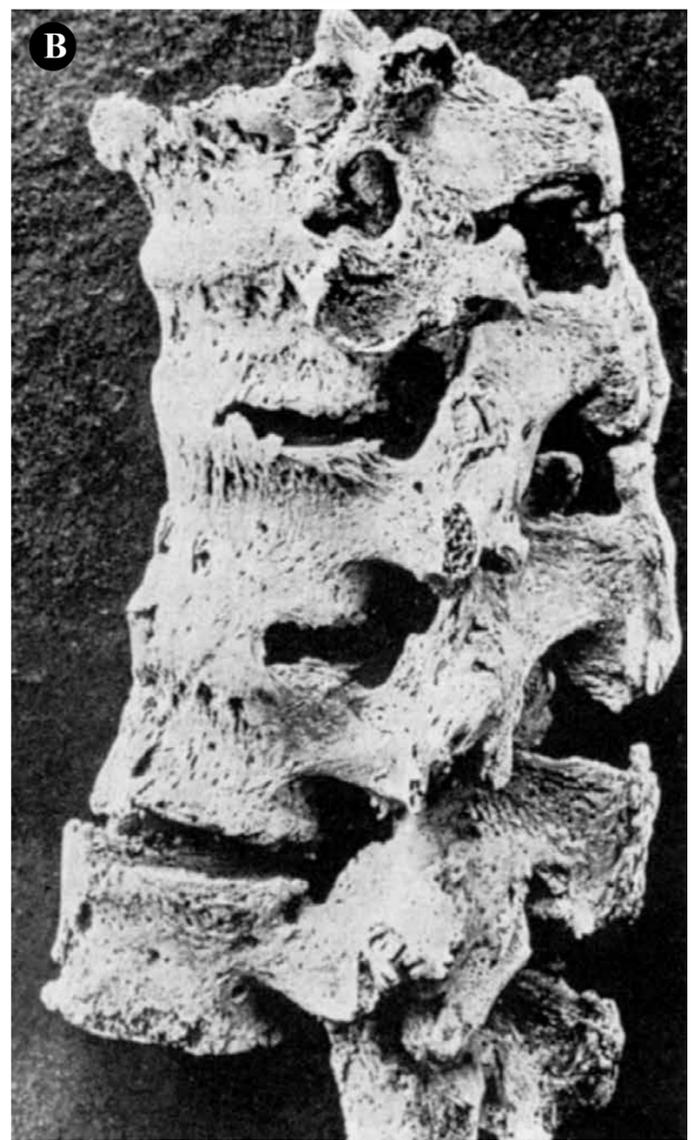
A coluna em bambu – A) Radiografia simples e B) Peça – observar o estabelecimento de “pontes” ósseas entre as vértebras. A coluna perde quase toda a mobilidade.
